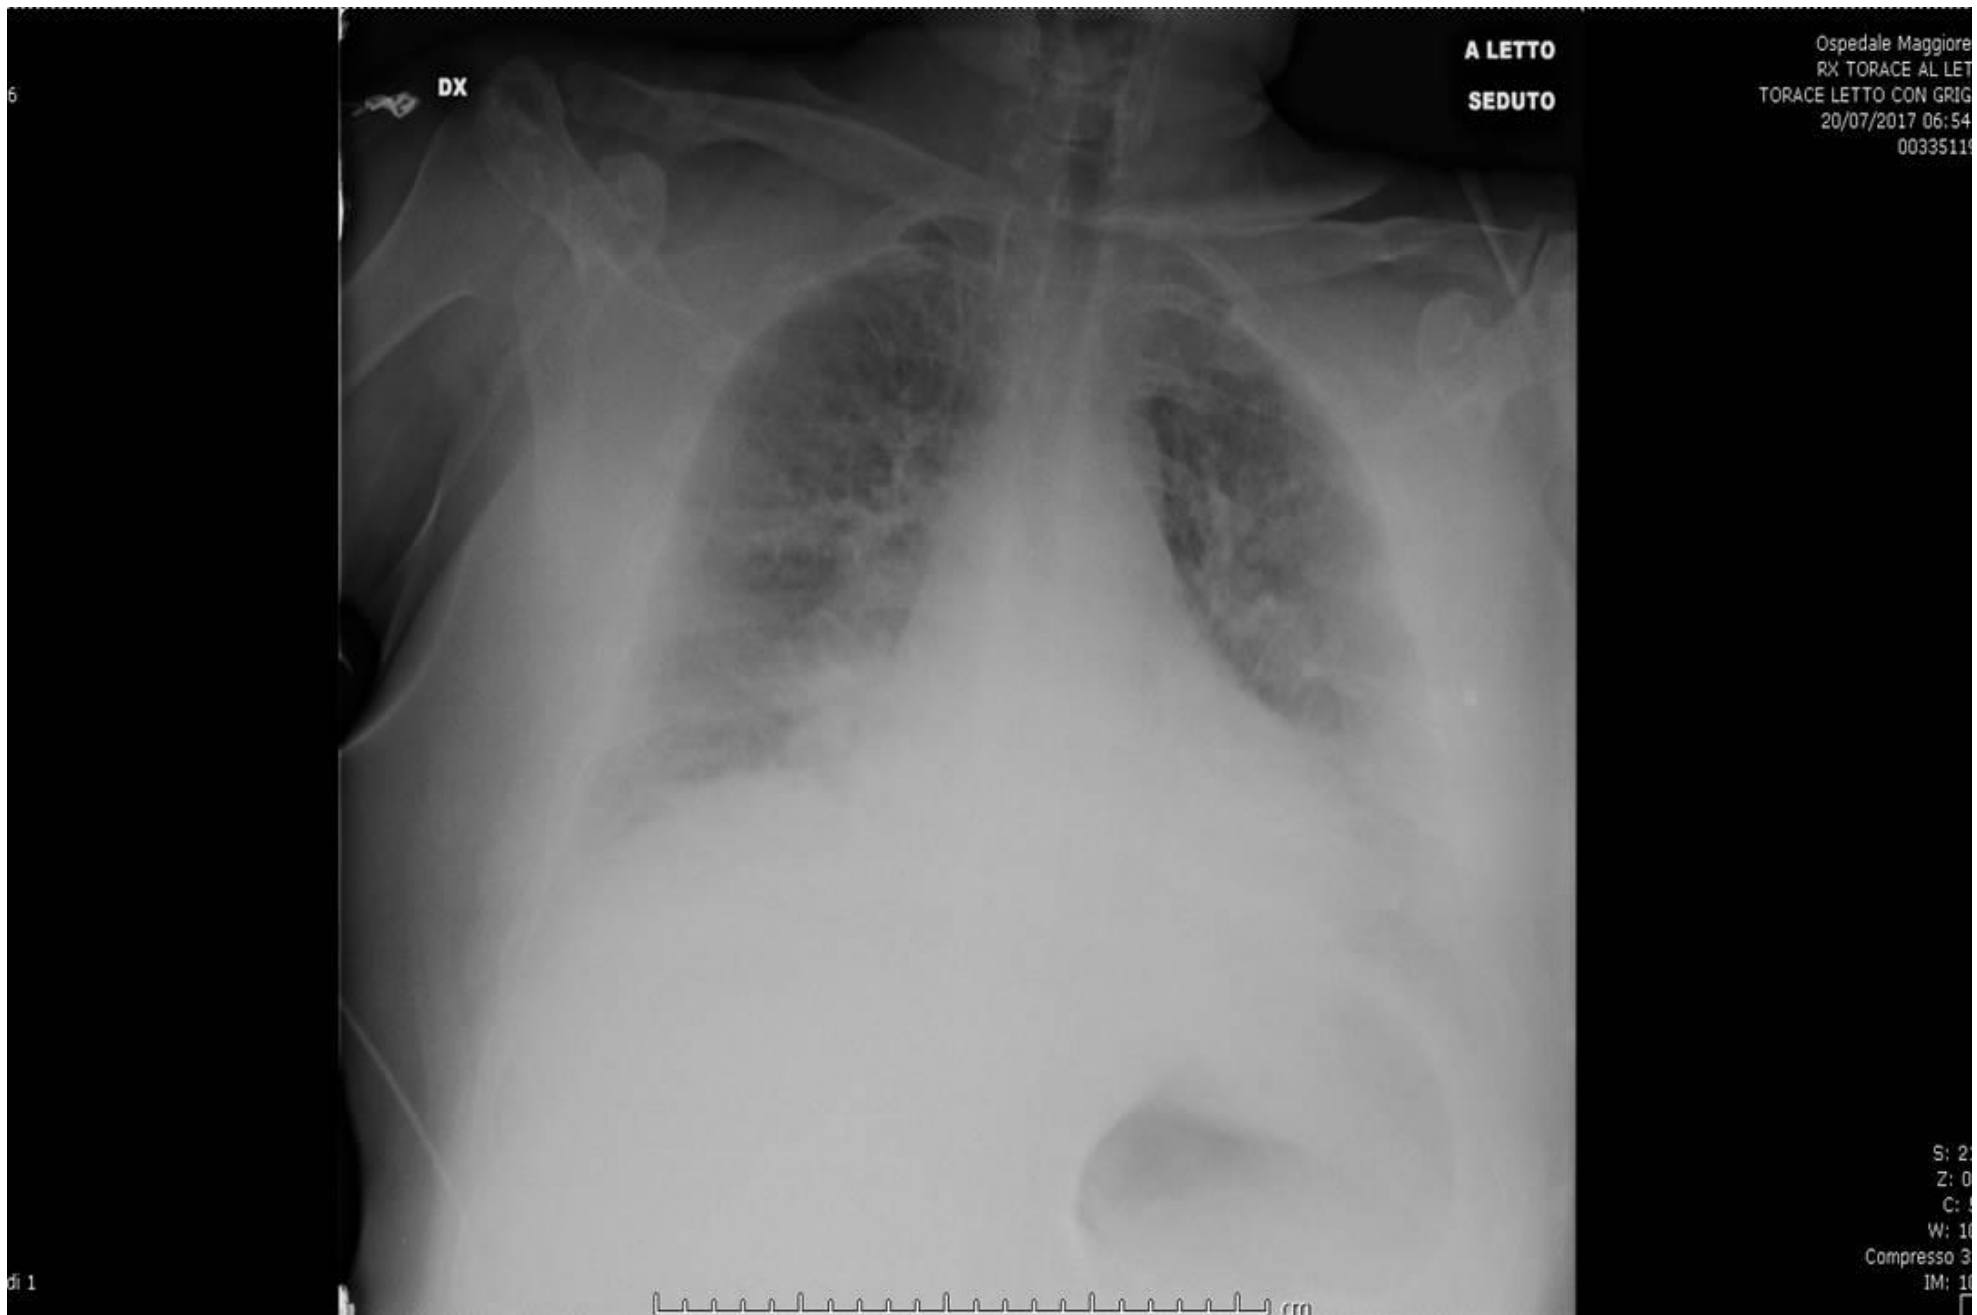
Radiografia del torace all'ingresso in Unità Coronarica: evidente il quadro di congestione polmonare.
